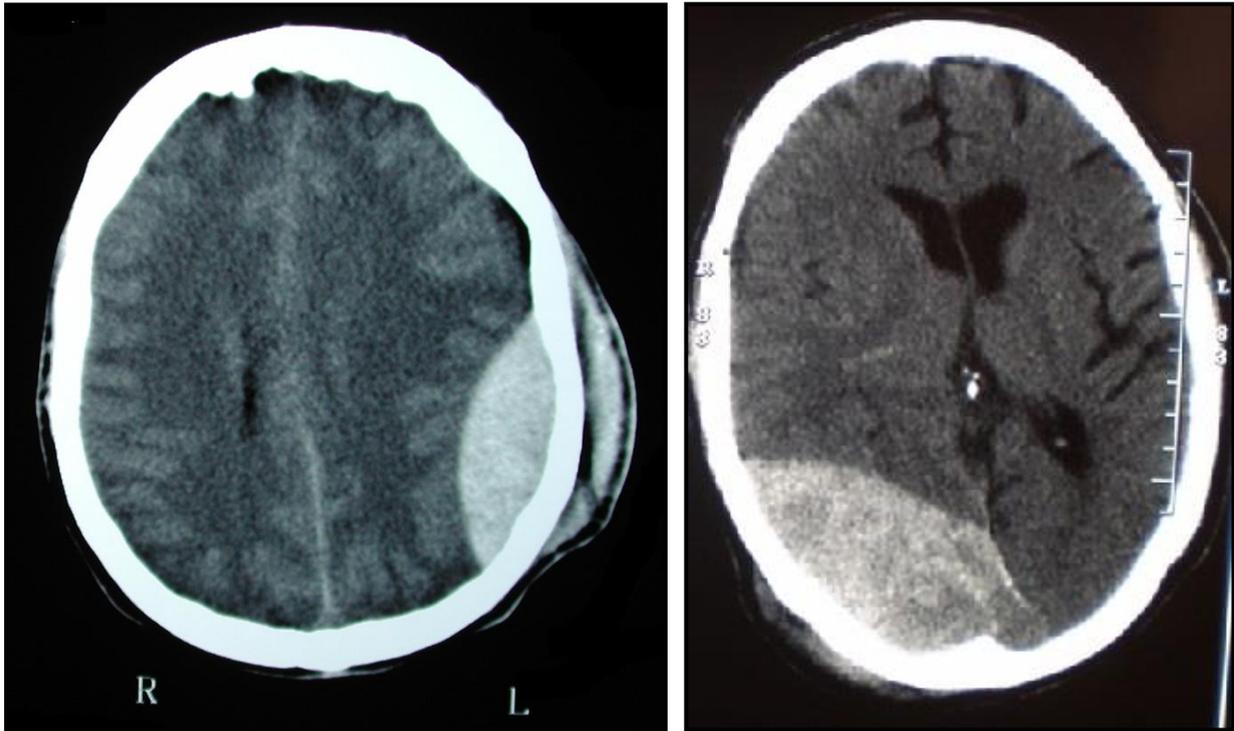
Típica imagen de hematoma epidural en imagen de TC: lente biconvexa. Parietal izquierdo (izda) y occipital derecho (dcha.).
